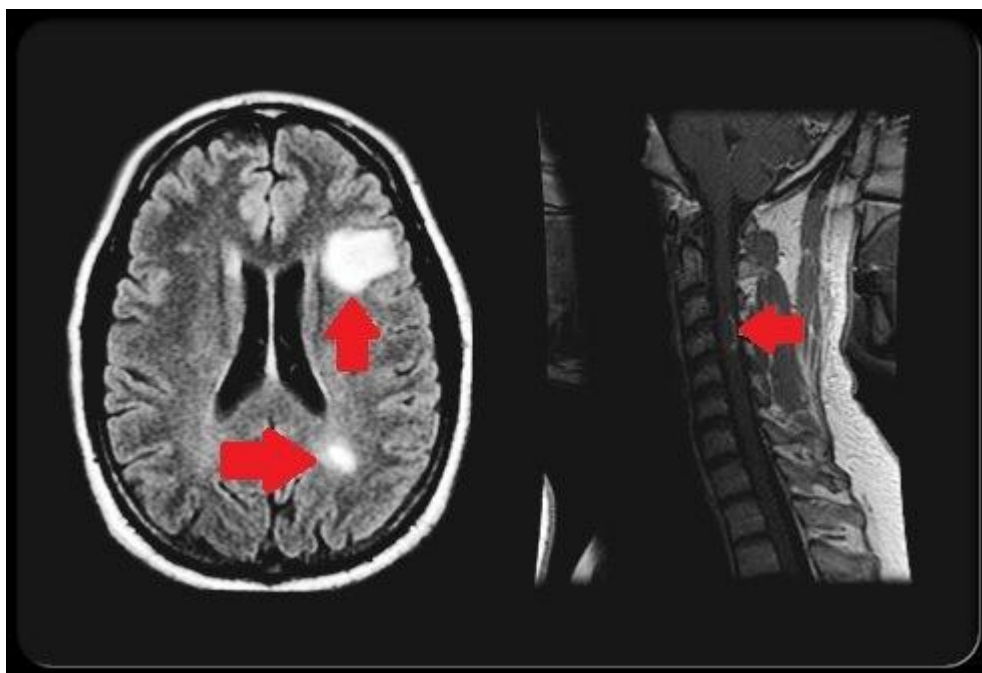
Exemplos de IRM do Cérebro e da Medula Espinhal
